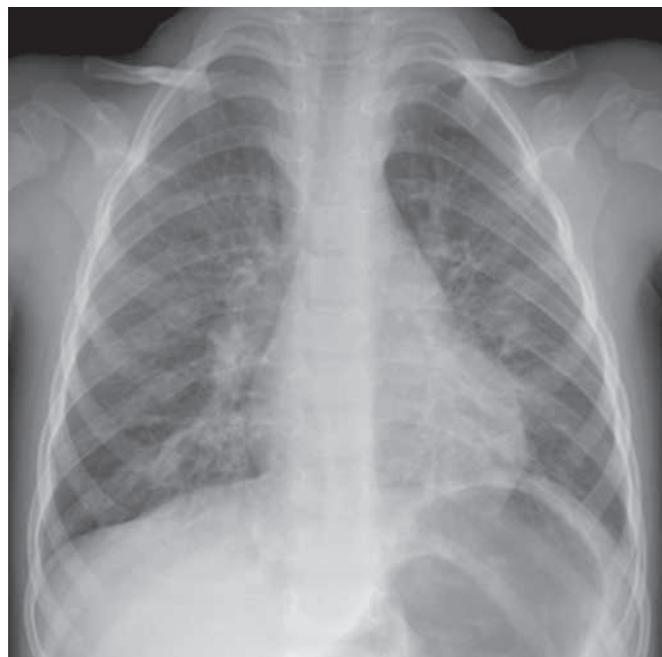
Radiografía neumonía atípica (infiltrados perihiliares bilaterales).
